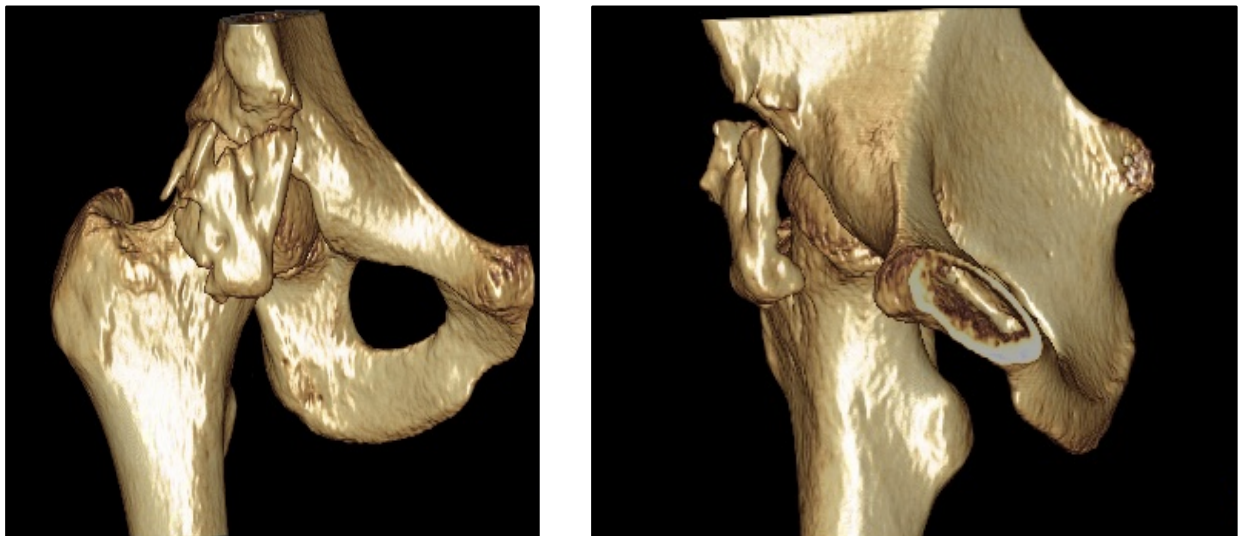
Reconstrucciones 3D de TC para valoración de calcificaciones periarticulares.
